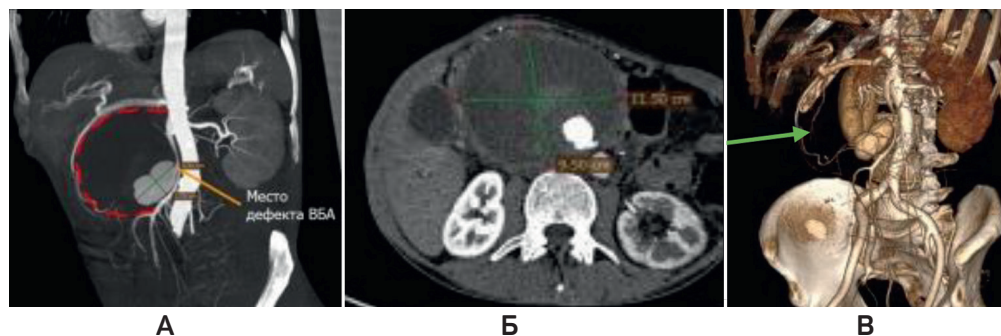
А — КТ-ангиограмма, сагитальный срез. Оранжевая стрелка — истинная аневризма ВБА. Красный пунктир — тромбированная полость аневризмы; Б — КТ-ангиограмма, горизонтальный срез истинной и тромбированной аневризмы; В — КТ-ангиограмма. 3D-реконструкция
